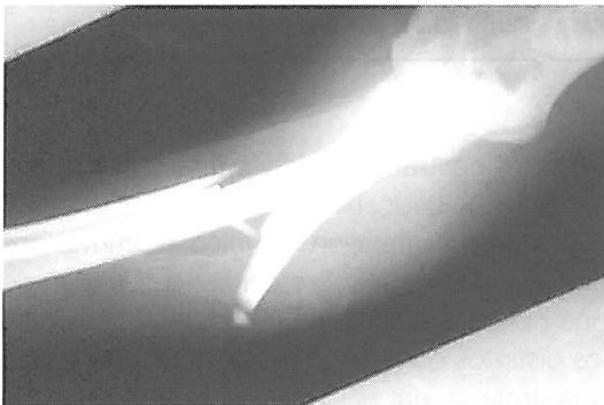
Radiografía: fractura de cúbito.
